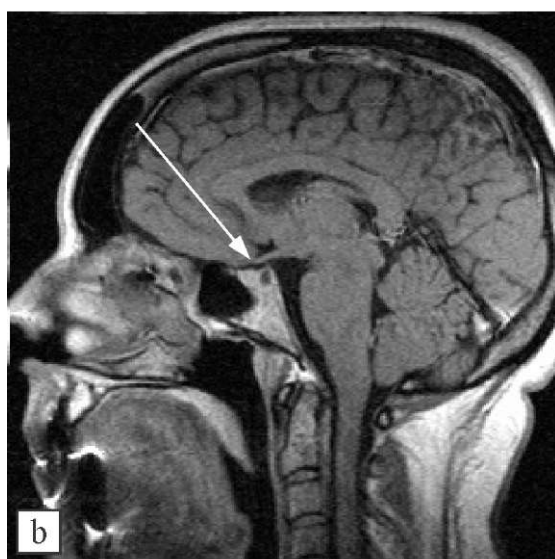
(a-d).МРТ больной О., 43 лет, выполненное с учетом отсроченного исследования (через 50 мин после контрастирования оптимарком). Исходное T1 сечение (а), где четко определялась кистозная полость, интерпретированная как киста кармана Ратке. Томограмма после введения парамагнетика (b, 15 минут сканирования); c-d-отсроченные томограммы через 50 минут, где четко видно накопление контраста в зоне кисты, позволившее исключить псевдокисту и кисту кармана Ратке.
